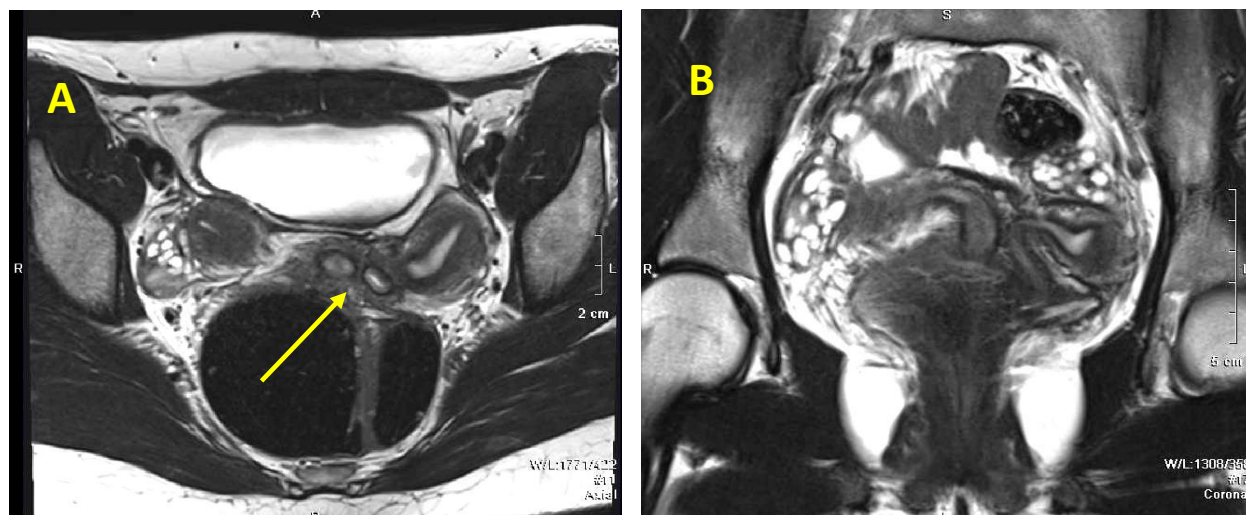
UD, clasa U3C2V1. IRM, T2, plan axial (A) și coronal (B). Două cavități uterine simetrice și două cavități vaginale separate cu traseu paralel, cu anatomie zonală normală, dimensiunile uterului drept – 54x30x23mm, stâng – 40x25x25mm. Sept vaginal nonobstructiv (→).
